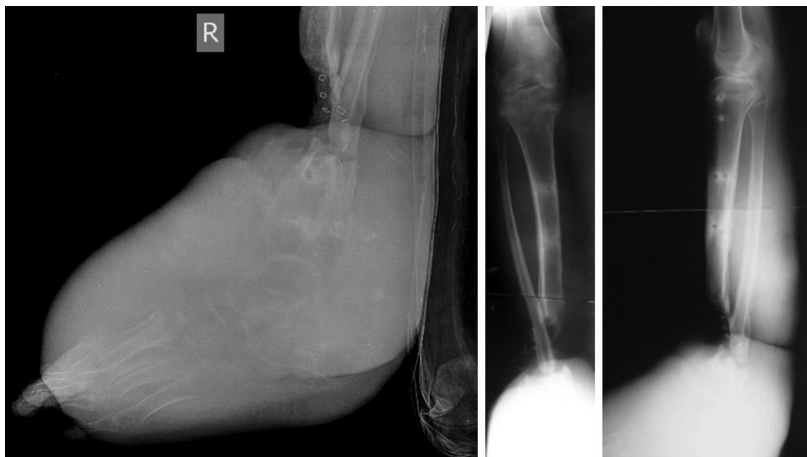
Рентгенограммы правой нижней конечности больного У. при поступлении. На фоне выраженного остеопороза костей стопы имеется посттравматический дефект – диастаз большеберцовой кости, ложный сустав малоберцовой кости
